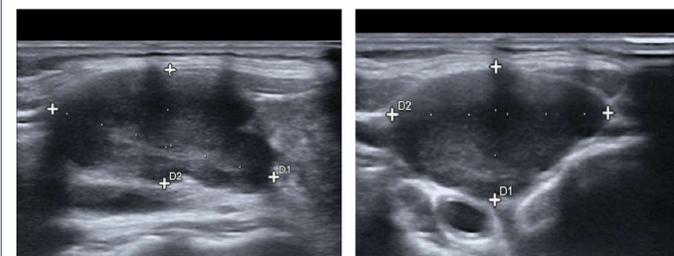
ecografia al momento della diagnosi
